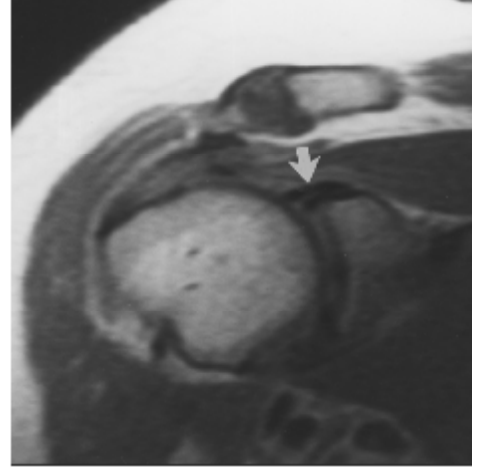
Omuz Koronal MRG Kesiti
